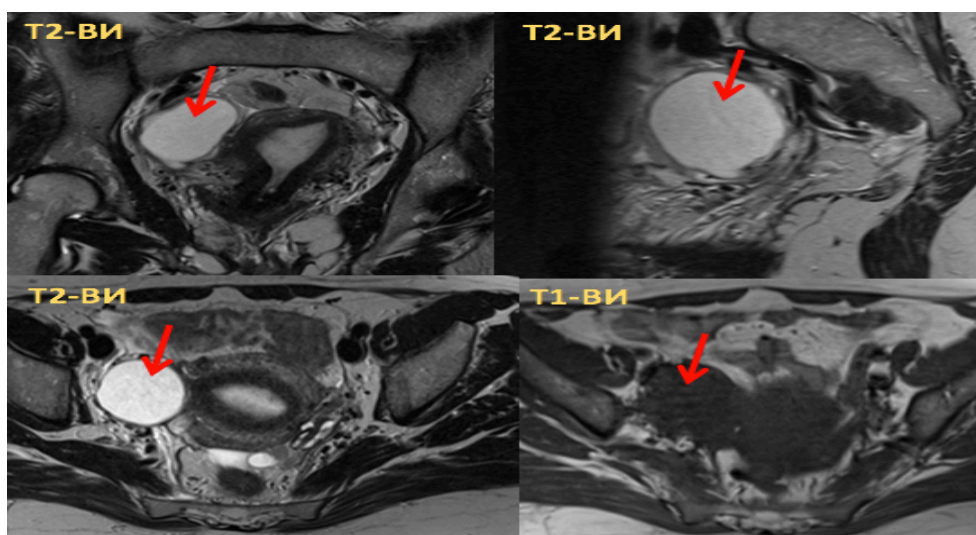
Женщина 59 лет, серозная цистаденома правого яичника. МРТ органов малого таза в аксиальной и сагиттальной проекциях: на T2/T1ВИ определяется кистозное образование правого яичника (красная стрелка), округлой формы, с чёткими и ровными контурами
